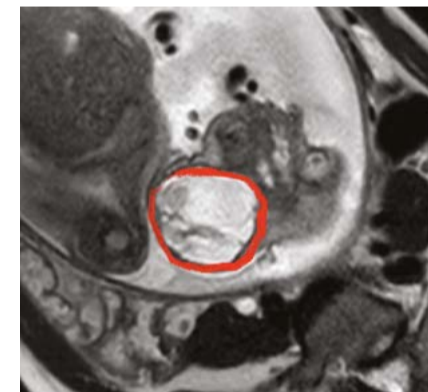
Результаты антенатального метода визуализации (магнитно-резонансная томография)
